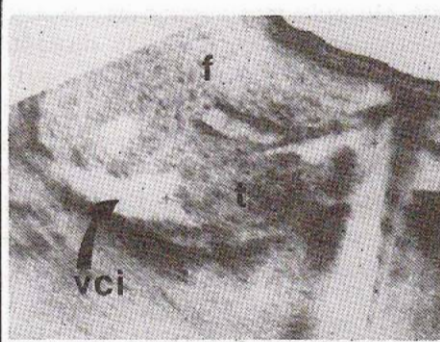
Échographie. Coupe longitudinale passant par la VCI et le pédicule portal bourgeon néoplasique d'origine rénale (t) dans la VCI dilatée.
